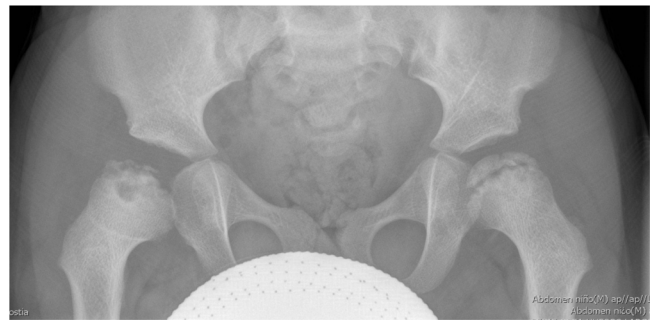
Radiografía de ambas cabezas femorales al diagnóstico.
